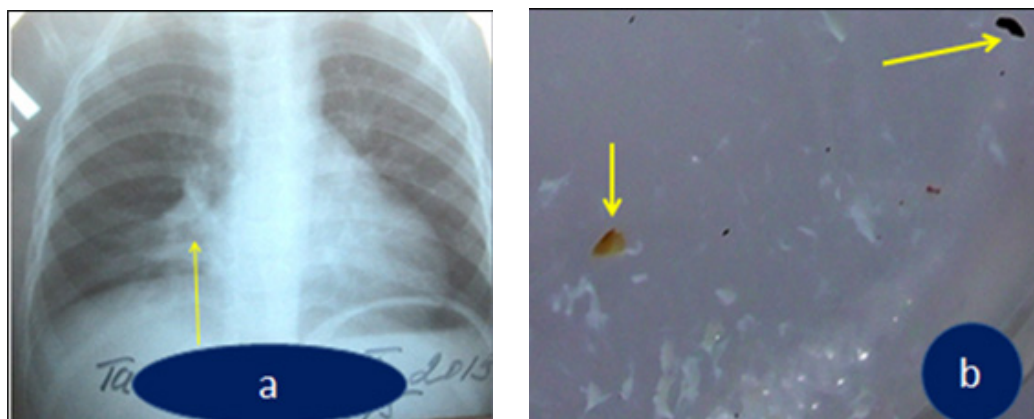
а – обзорная рентгенография; б – стрелкой указано инородное тело
